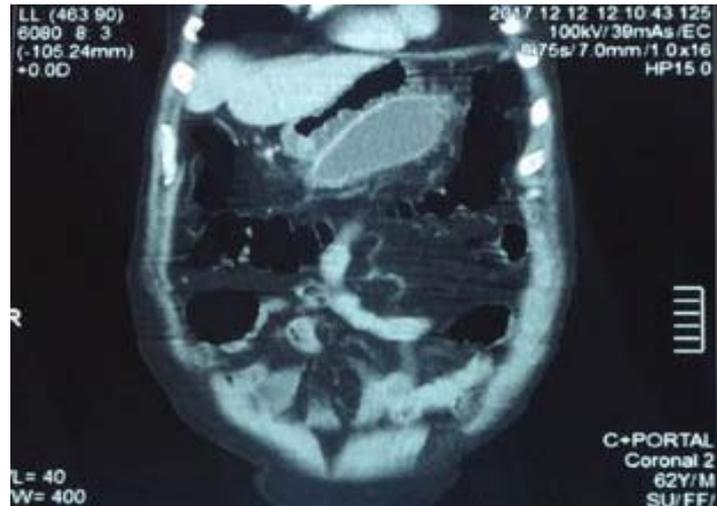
TDM d'un patient de notre série objectivant un PKP isthmocorporel refoulant l'estomac avec infiltration de la graisse péri pancréatique
